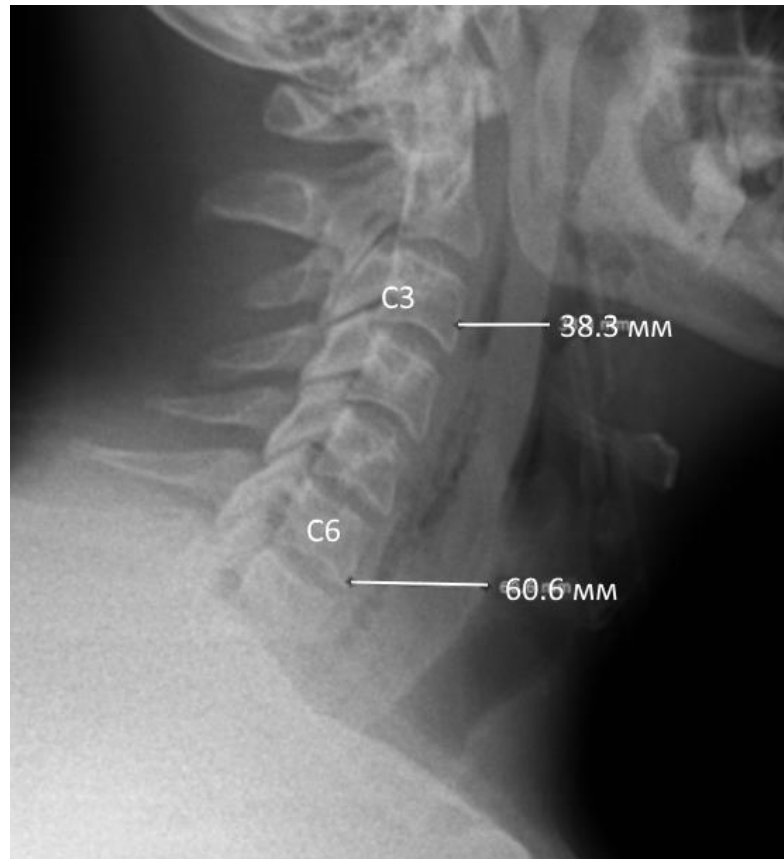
Бокова рентгенограма шийного відділу хворого Р., карта клінічного спостереження № 59: виражена інфільтрація передхребтової клітковини шийного відділу на рівні С3 – 38,3 мм, С6 – 60,6 мм з вертикальними прошарками повітря всередині і зміщенням гортаноглотки і трахеї вперед. Діагноз: Глибока ФШ на фоні перфорації гортаноглотки стороннім тілом.
